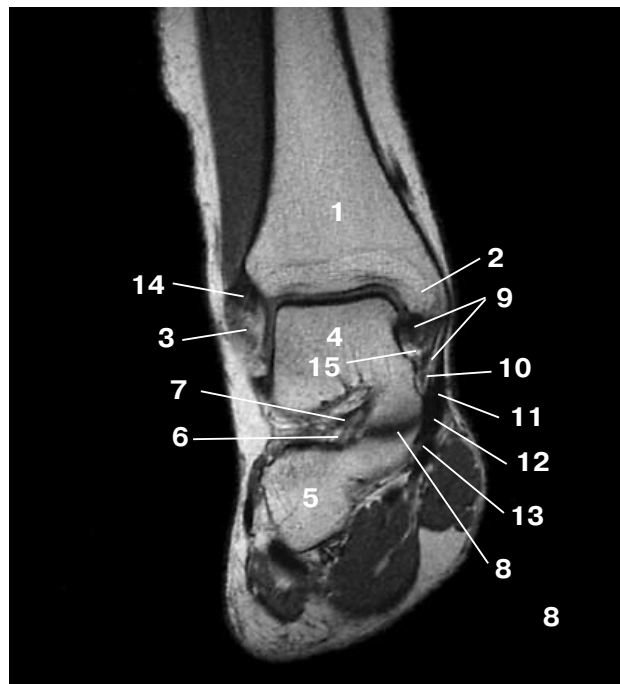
T1-коронарная МР-томограмма, срез через пазуху предплюсны. 1 – большеберцовая кость, 2 – медиальная лодыжка, 3 – латеральная лодыжка, 4 – таранная кость, 5 – пяточная кость, 6 – sinus tarsi, пазуха предплюсны, 7 – волокна lig. talocalcaneum interosseum, 8 – таранно-пяточная псевдокоалиция, 9 – дельтовидная связка (partes tibiotalares и pars tibio calcanea), 10 – малая предсуставная жировая прослойка, 11 – tendo m. tibialis posterior, 12 – tendo m. flexor digitorum longus, 13 – tendo flexor hallucis longus, 14 – lig. tibiofibulare anterius, 15 – жировая прослойка между pars tibio calcanea и partes tibiotalares дельтовидной связки.
